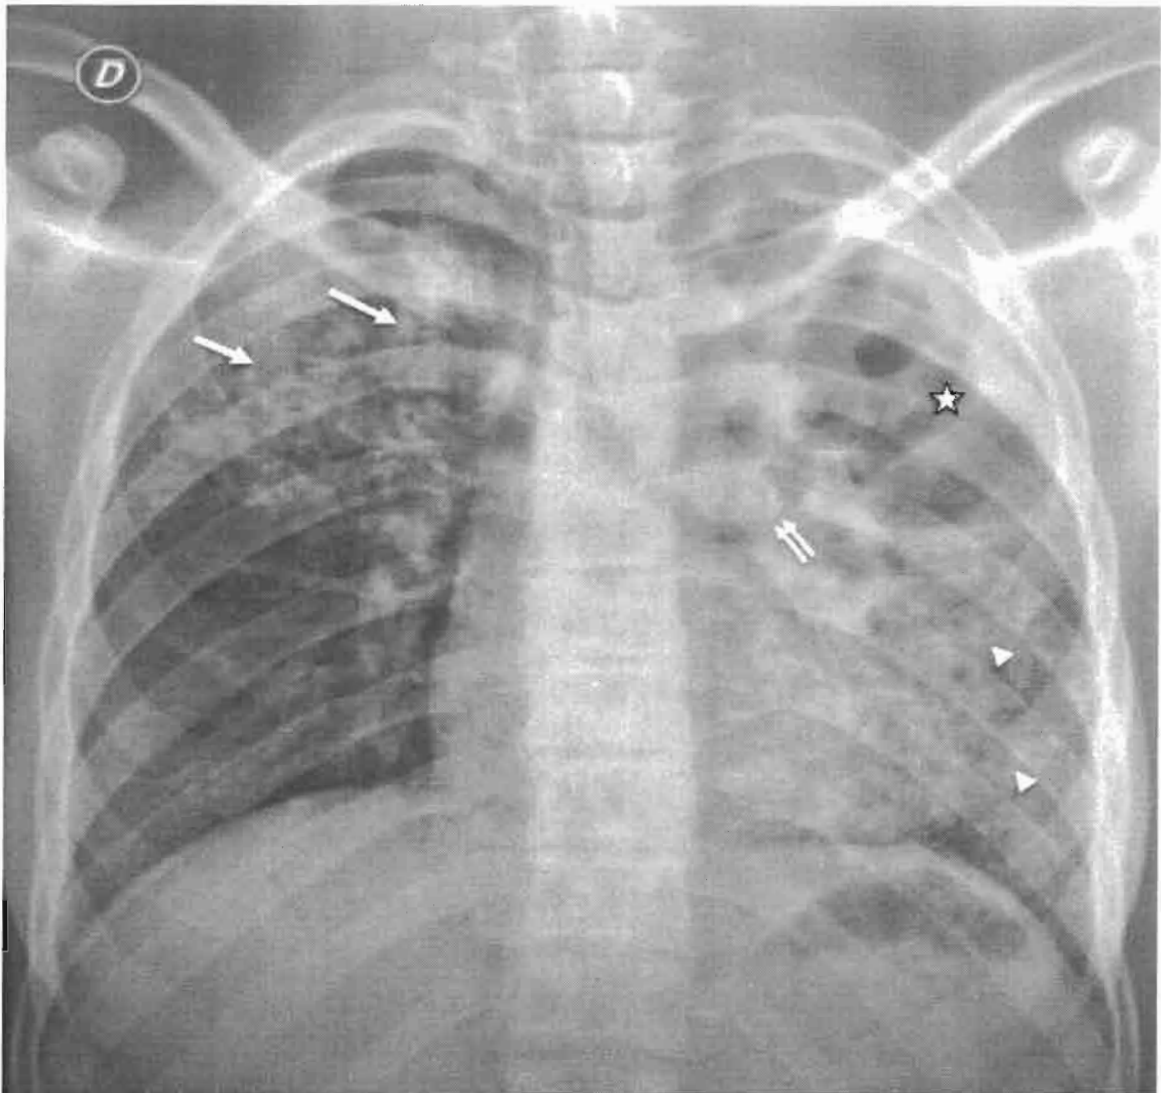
Radiographie thoracique de face chez une adolescente de 15 ans qui a été hospitalisée pour une toux chronique avec une fièvre, chez qui nous visualisons un syndrome interstitiel marqué par : une vaste caverne de la lingula (étoile) avec une bronche de drainage (double flèches), un infiltrat apical droit (flèche) et un aspect de miliaire basal gauche (tête de flèche).
